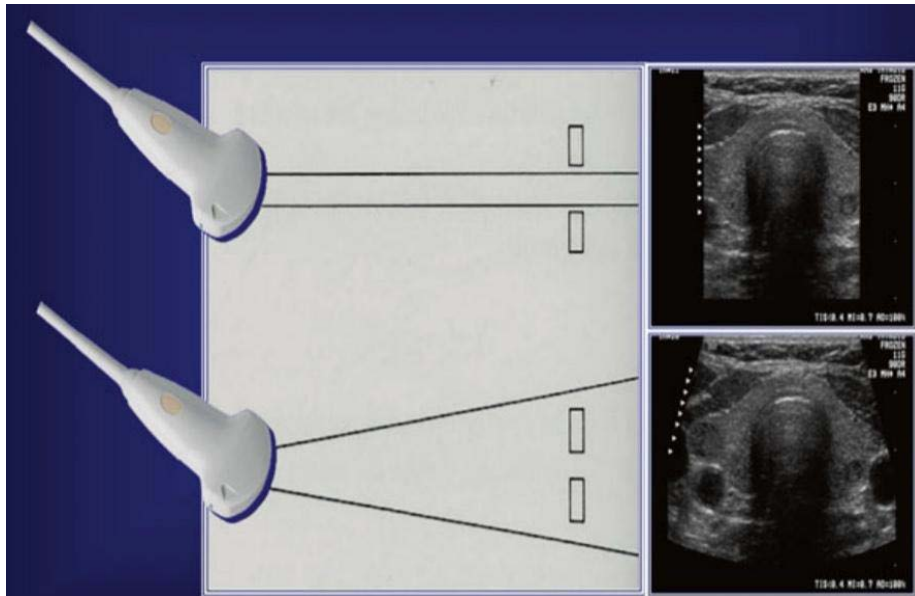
Résolution latérale : capacité du système à différencier deux structures qui se trouvent à la même profondeur perpendiculairement à l'axe du faisceau d'ultrasons et dépend de la largeur de l'impulsion
